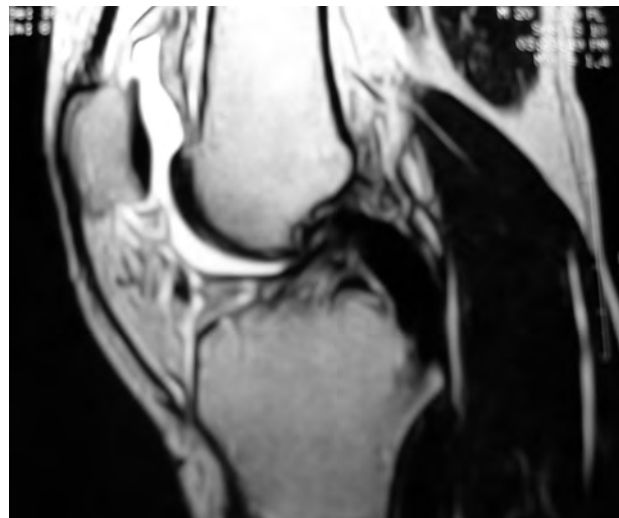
Control RMN 2 años Postoperatorio.
